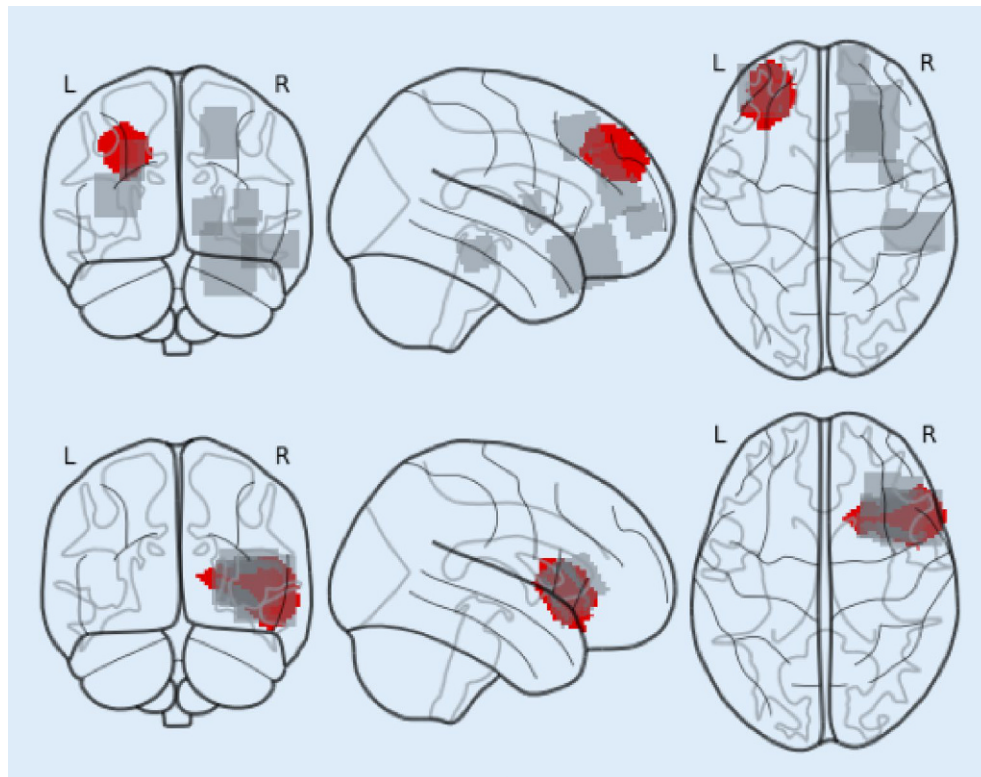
P 04 ◀ Zwei Beispiele der Bewertungsergebnisse. *Oben* wurde die Läsion nur von einer Person gefunden, *unten* von jeder. In beiden Reihen werden die Label-Maske für die FLAIR-Bilder in rot und die eingezeichneten Rechtecke in grau gezeigt. Auf Grund der Visualisierung erscheinen die Rechtecke nicht gerade
